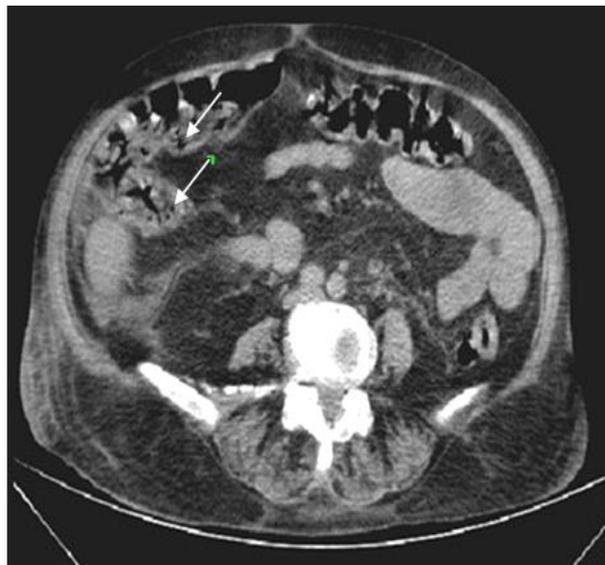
Corte axial de TAC simple donde se muestran hipodensidades de pequeño tamaño, redondeadas, en la pared de las asas intestinales del colon ascendente. Neumatosis intestinal
